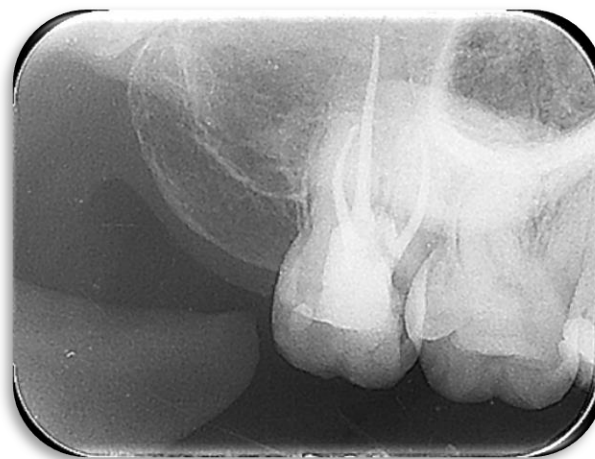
Radiografia de preservação de um ano. Fonte: os Autores.
